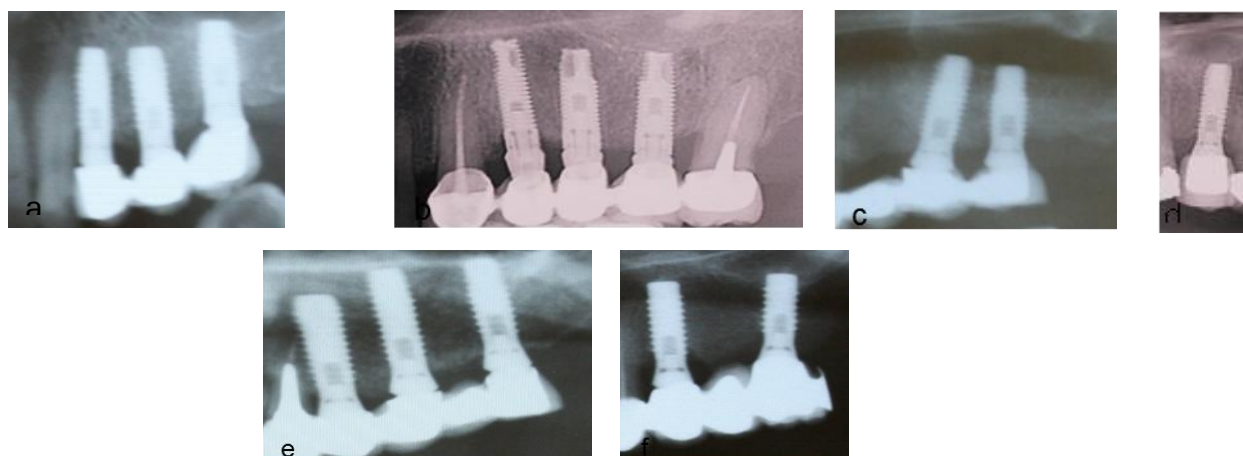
1. a-f: Radiografii periapicale ce ilustrează implantele inserate mono-, bi- și tricortical
